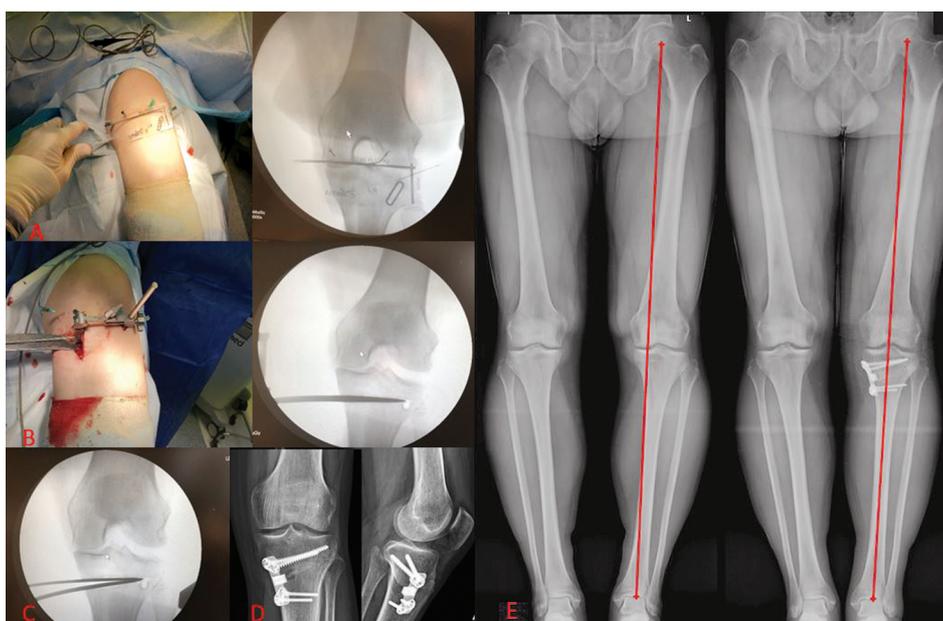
Этапы операции при выполнении высокой вальгизирующей остеотомии большеберцовой кости по типу «открытый клин». А – использование специального рентгеновского направлятеля для выбора точки установки Hinge Pin; B – установка блока для опиления на Hinge Pin и выбор угла опиления большеберцовой кости; C – расклинивание большеберцовой кости на необходимый угол коррекции; D – фиксация фрагментов большеберцовой кости пластиной на 4 отверстия с блоком; E – предоперационные и послеоперационные телерентгенограммы нижних конечностей
